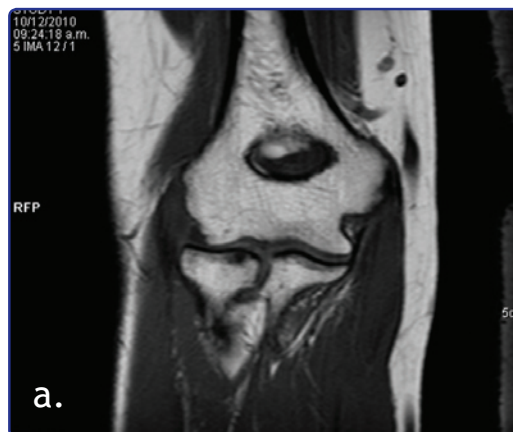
a, b, c. Imágenes por resonancia magnética del codo izquierdo. Se observa lesión osteocondral de la cabeza del radio en su aspecto posterolateral con edema y fisura subcondral, líquido articular con sinovitis posterolateral y engrosamiento de la cápsula posterolateral que sugiere el diagnóstico de plica sinovial posterolateral asociado a condromalacia radiocapitelar.
